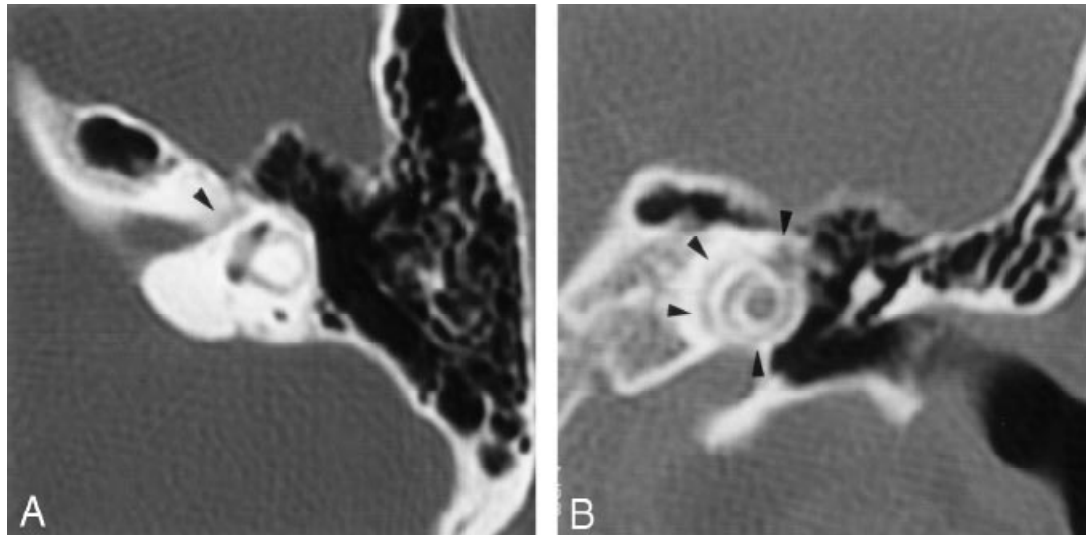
Dirección inicial axial (A) y coronal (B) de una tomografía computarizada de alta resolución a través del hueso del temporal a nivel de los laberintos del segmento del Nervio facial (axial) y la cóclea (coronal) El canal del nervio facial muestra pequeñas Irregularidades a lo largo del segmento laberíntico (flecha). Se pueden ver bandas de desmineralización alrededor de la cóclea (flecha)¹⁰
